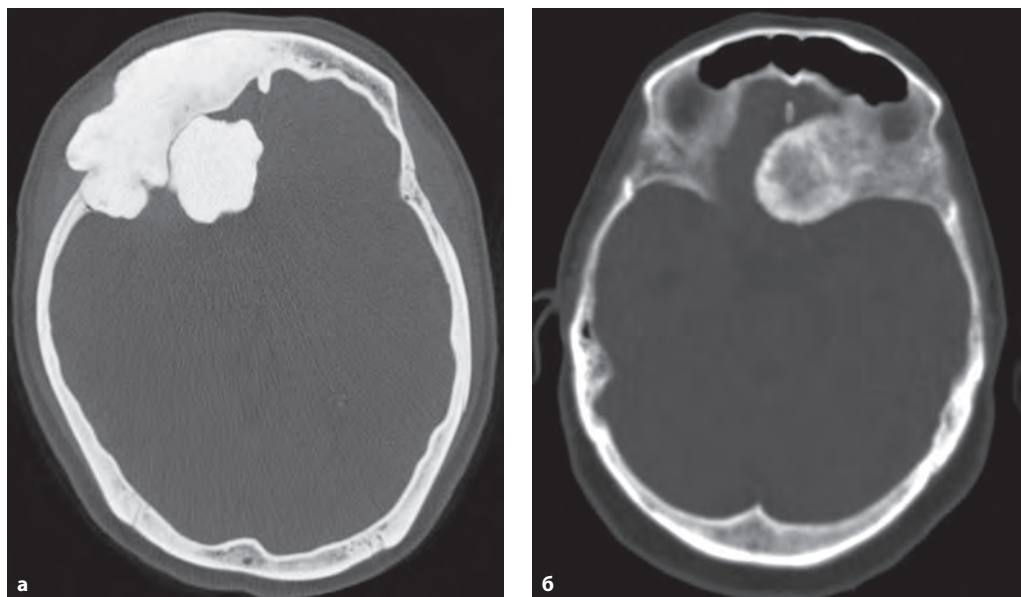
Аксиальные КТ двух пациентов. Остеома представлена компактной костной тканью (а). Смешанная остеома, которая содержит компактное и губчатое вещество (б). Обе опухоли исходят из лобной кости и внедряются в область передней черепной ямки.
